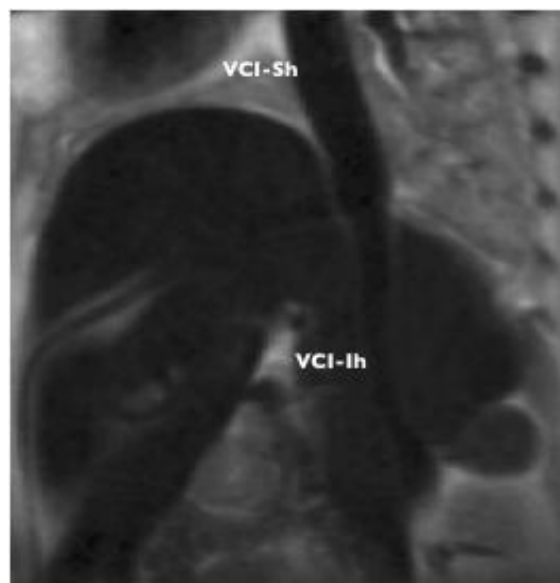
Imagen de RM de un feto Control de la región abdominal. Sección sagital. Se muestra la disposición de la V.Cava Inferior a nivel suprahepático distal a la desembocadura de las Venas Suprahepáticas) e intrahepático. Obsérvese el menor calibre de la VCI infrahepática
